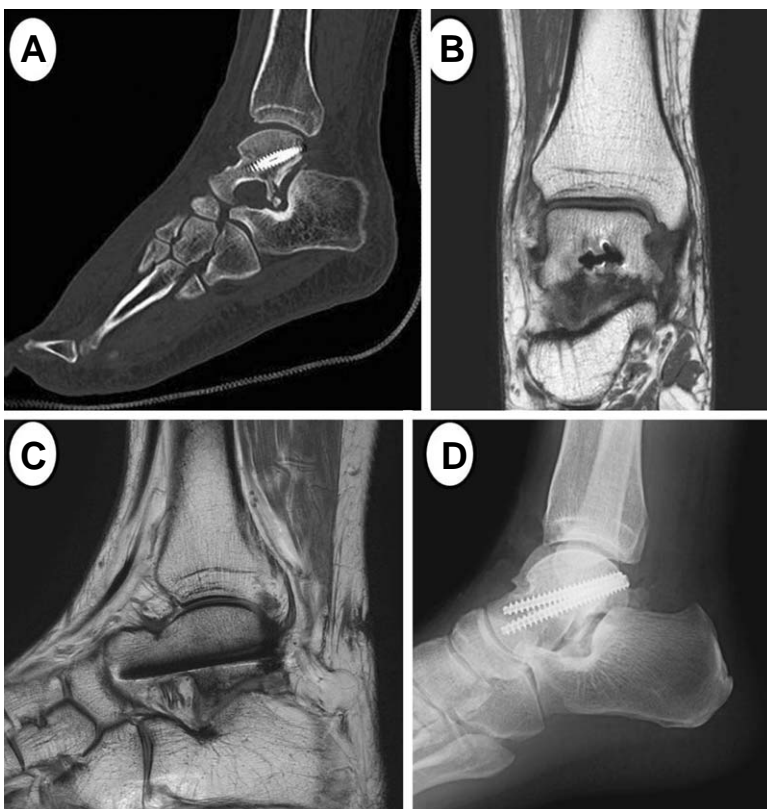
(A) Postoperative CT image shows the good reduction of fracture and peritalar joint alignment. (B, C) MRI images at postoperatively 3 months show the complete fracture union without the avascular necrosis of talar body. (D) Follow-up radiograph at postoperatively 3 years shows the maintenance of articular surface without post-traumatic arthritis.
